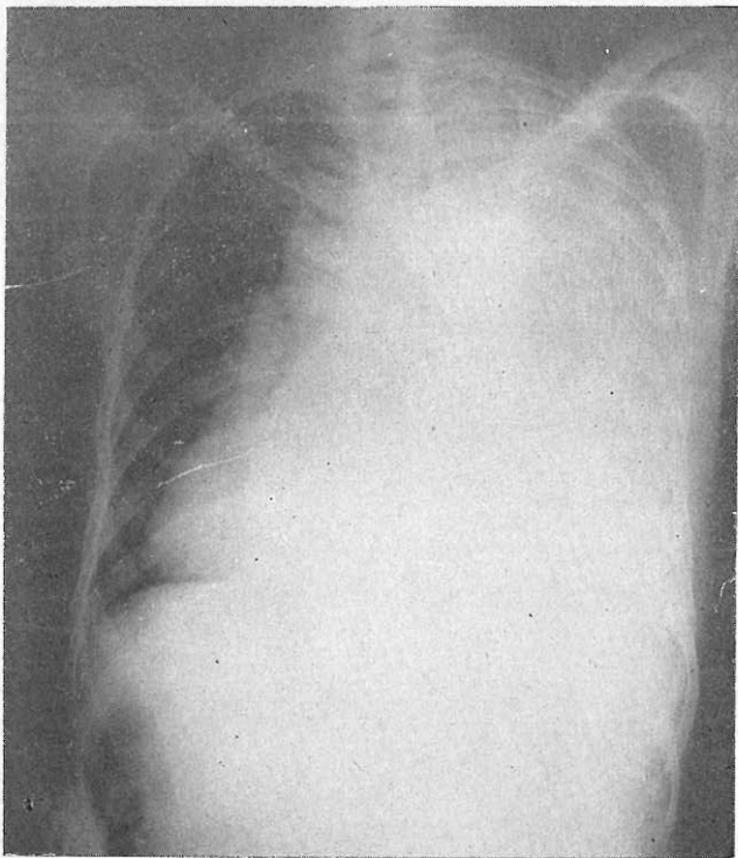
Radiografía antero posterior del tórax en un caso de absceso hepático abierto a la pleura. Se observa opacidad homogénea de todo el hemitórax, que borra el diafragma y el seno costodiafragmático y desvía el mediastino hacia la derecha. El paciente era además, un caso de *situs inversus*. (Cortesía del doctor Carlos R. Pacheco).
